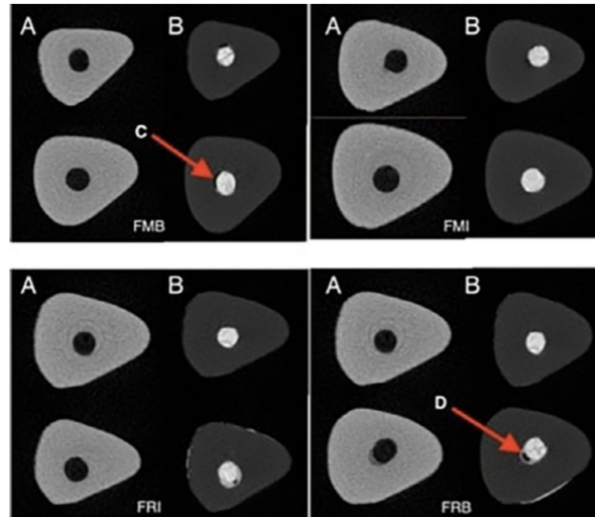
Immagini ottenute da scansioni con  $\mu$ CT di 4 campioni prima e dopo la cementazione del perno. Sono visibili i difetti riscontrati (freccie rosse): C=gap, D=vuoto.
